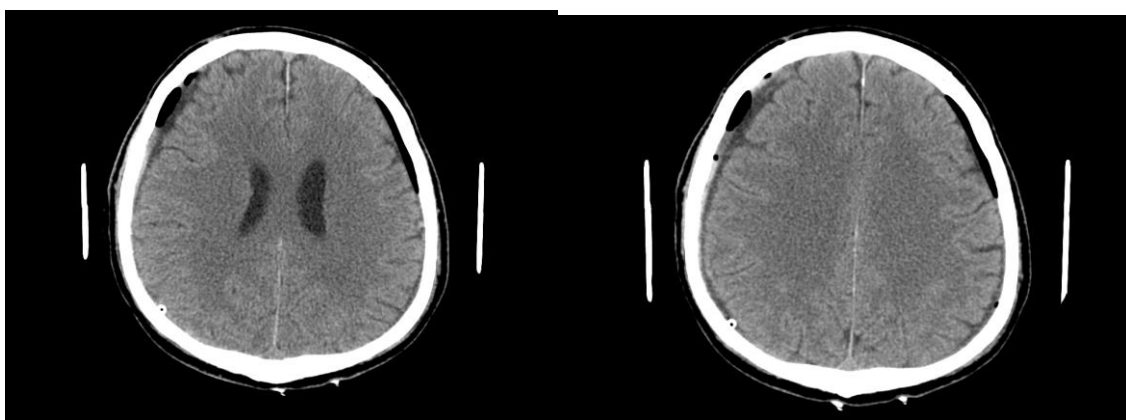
Badanie CT głowy kontrolne po 8 tygodniach. Subtotalne wchłonięcie przestrzeni powietrznych
